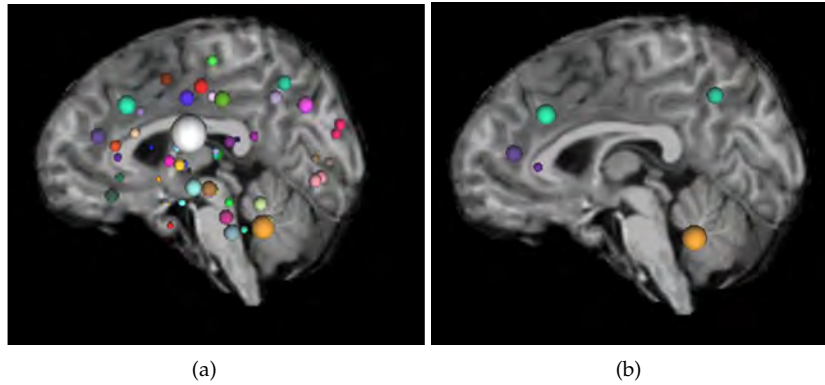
MRI vista sagital con (a) todas las regiones (vértices) y (b) con las regiones rostrales de azul turquesa, superior frontal y parietal de morado y el cerebelo de naranja, todas del hemisferio izquierdo.
